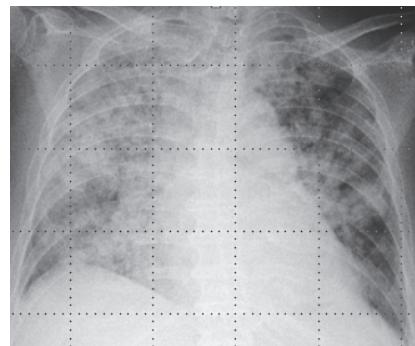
呼吸状態増悪時の胸部X線像。両肺全体に透過性の低下が認められる。
